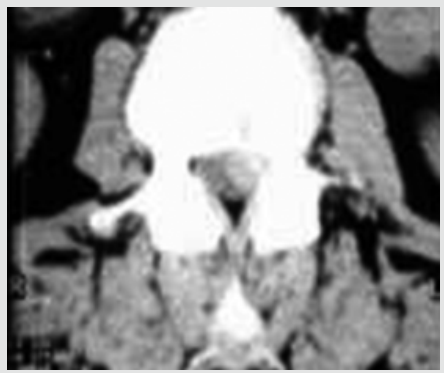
CT L4/5 – protruze disku L4/5
